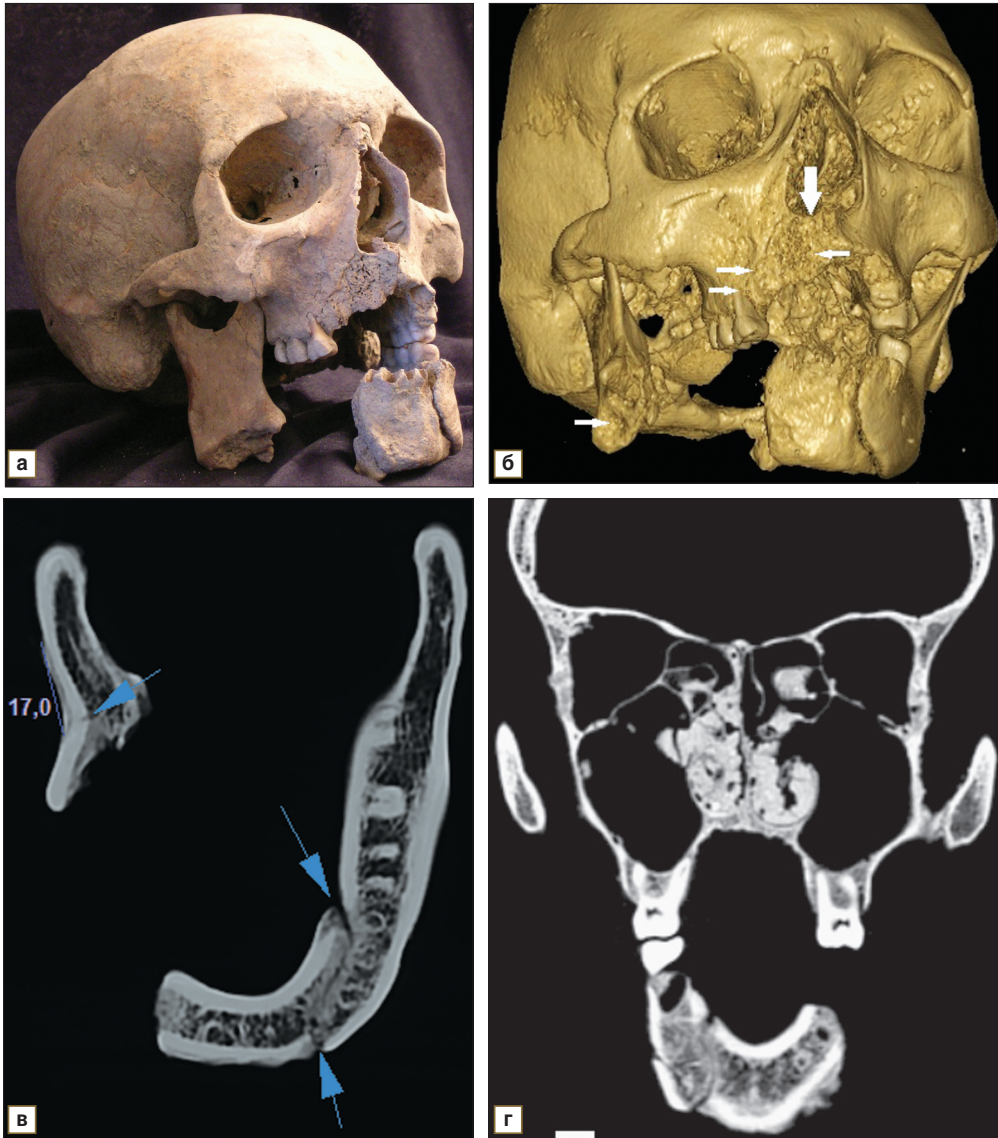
Результаты лучевого исследования застарелого многооскольчатого перелома костей лицевого скелета без признаков консолидации, полученного, вероятнее всего, в результате нанесения сабельного удара (а — фото). На конусно-лучевых томограммах (б, в) и мультисрезовой компьютерной томограмме (г) визуализируются краевой дефект альвеолярного отростка верхней челюсти во фронтальных отделах; дефект нижней челюсти справа; ложный сустав фронтальных отделов нижней челюсти слева (синие стрелки); частичная адентия; частичный дефект нижне-медиаьной стенки левой орбиты; искривление перегородки носа. При КЛКТ (б) достоверно определяются множественные инородные тела металлической плотности размерами до 1,5 мм на уровне краев дефекта — импрегнация (?) металлом (белые стрелки)
